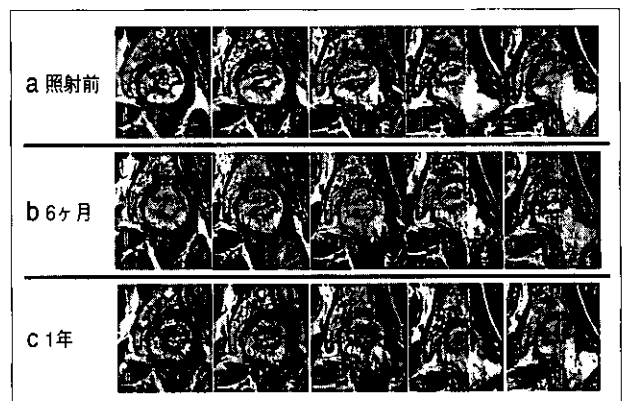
症例1、MRI、T1強調画像、冠状断。5-a；照射前、5-b；照射後6ヶ月、5-c；照射後1年。
